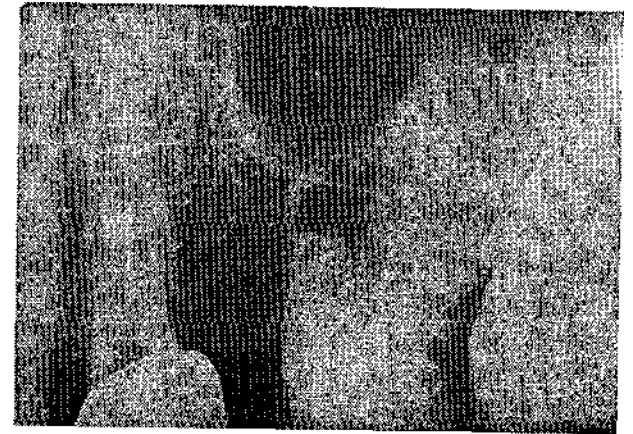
Рентгенограмма больной Б., 45 лет. Диагноз: хронический гранулематозный периодонтит 26, до операции.
